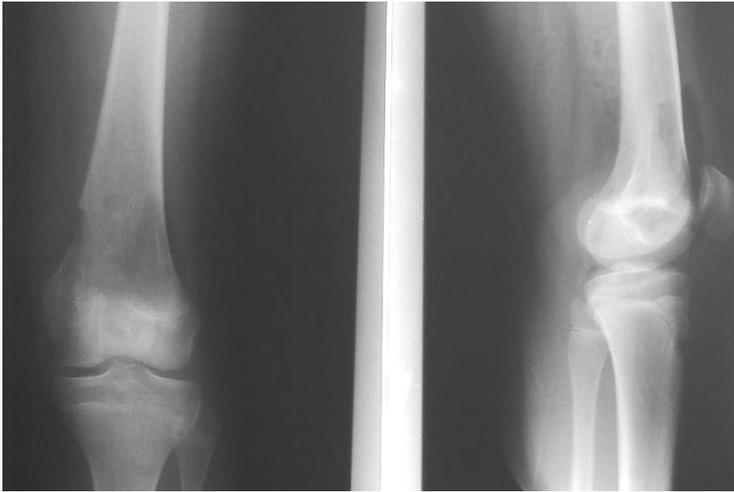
Та же пациентка. Рентгенограммы после операции.
